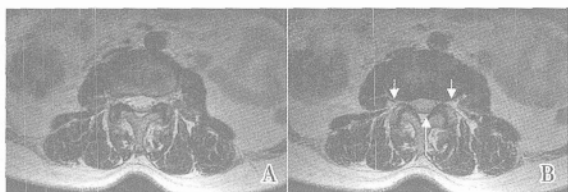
坐骨神经痛患者 PRP 以及 ACE MRI 检查比较
